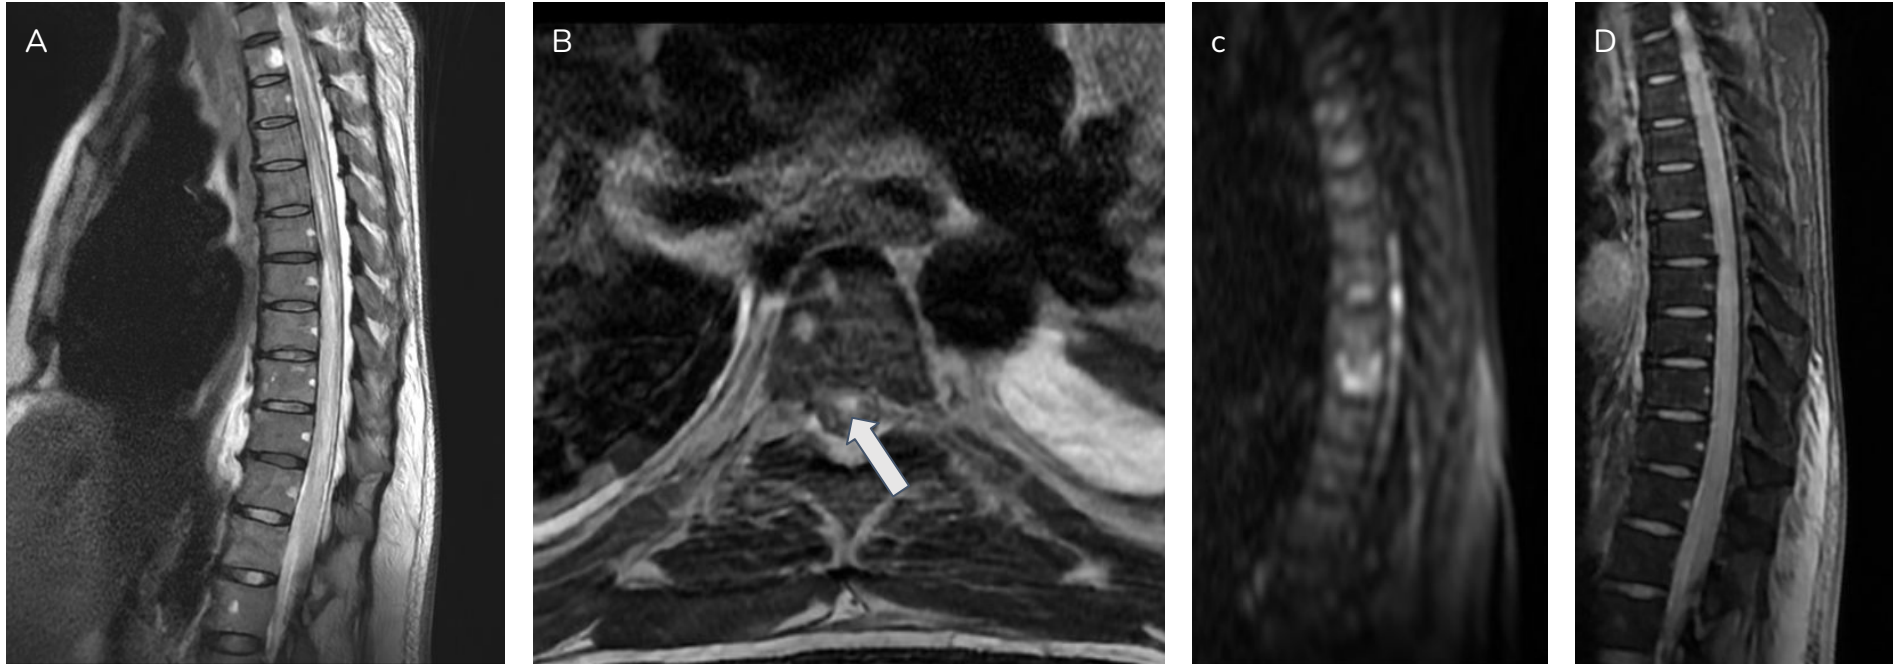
Corte sagital T2 (a), axial T2 (b), sagital DWI (c) y sagital T2* (d) de RM de columna dorsal. Se visualiza engrosamiento e hiperseñal difusa del cordón medular dorsal en secuencias de TR largo que se extiende desde el segmento vertebral D4 hasta el cono medular, con afectación predominante de astas anteriores desde D4 hasta D6 (flecha blanca) y con patrón centromedular desde D7 hasta el cono. Asocia restricción de la señal en secuencias de difusión. No se aprecia hiposeñal en secuencias de gradiente que sugieran focos hemorrágicos intramedulares. Estos hallazgos son sugestivos de extenso infarto isquémico agudo en territorio torácico de la arteria espinal anterior y de las arterias radicales izquierdas de D7-D10.
